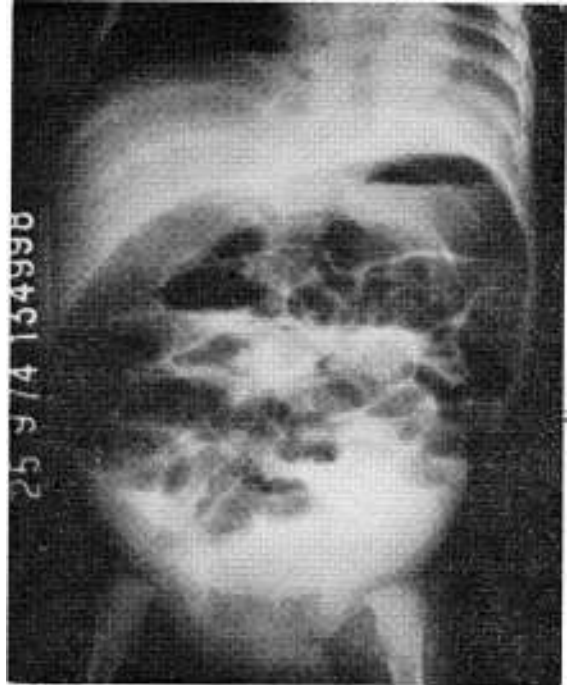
Radiografía de abdomen de pie. Algunos niveles. Opacidad hipogástrica por el líquido dentro de las asas. En ésta como en la radiografía anterior, sólo se observa una muy discreta opacificación pleural izquierda.
